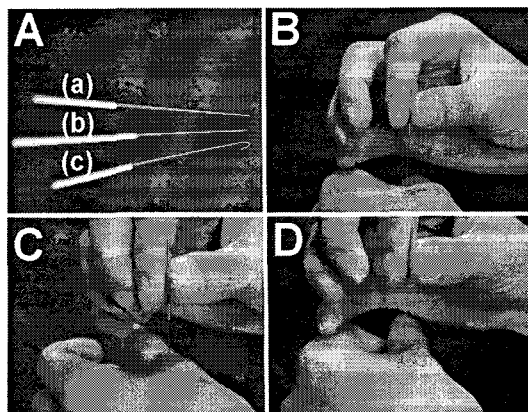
A: Real acupuncture and two-types of sham acupuncture. (a): Real Acupuncture (RA), (b): Blunt tip sham needle (BT), (c): Round tip sham needle (RT). B-D: Needling was done at LI4 acupoint on non-dominant hand and stimulated for 30 seconds with real or two-kinds of sham acupuncture. B: Real Acupuncture (RA), C: Blunt tip sham needle (BT), D: Round tip sham needle (RT).
